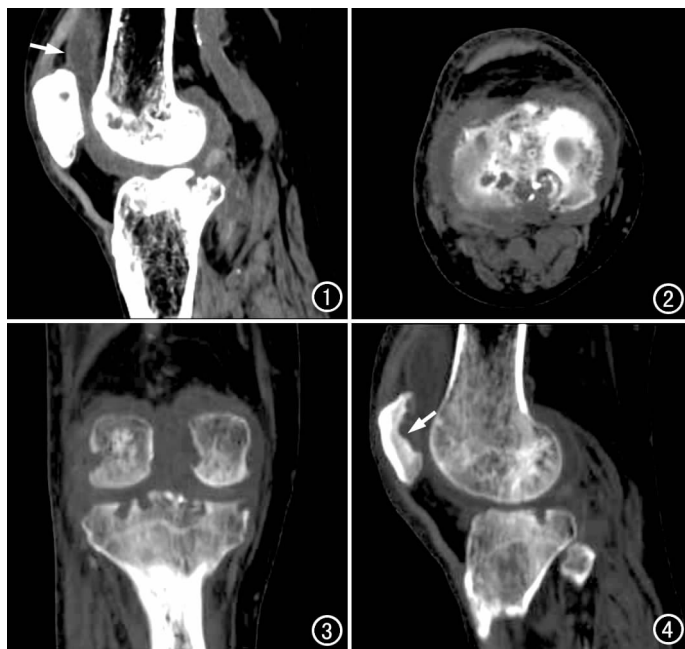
矢状面CT重组图示髌上囊滑膜增厚(箭),关节腔积液,周围软组织肿胀。图2 横轴面CT平扫(骨窗)示胫骨平台骨质破坏并死骨形成。图3 冠状面CT重组图(骨窗)示股骨髁、胫骨平台关节面下均可见虫蚀样骨质破坏。图4 矢状面CT重组图(骨窗)示髌骨关节面亦可见大范围骨质破坏(箭)。
